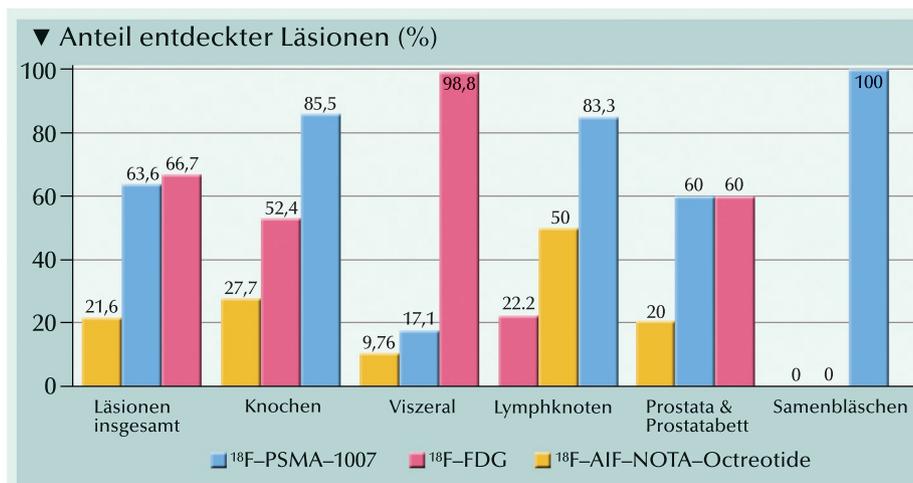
Nach Metastasenort dargestellter Anteil der Läsionen, die mit ^{18}F -PSMA-1007, ^{18}F -FDG und ^{18}F -AIF-NOTA-Octreotide entdeckt wurden.
